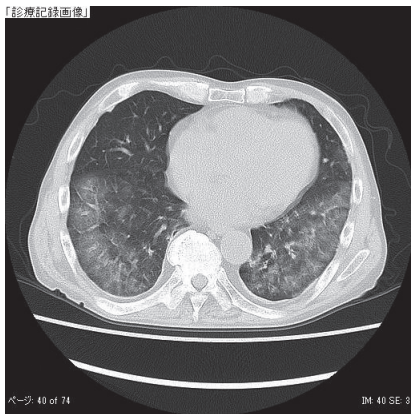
第3病日胸部CT. 広範囲のびまん性すりガラス影を認める.
